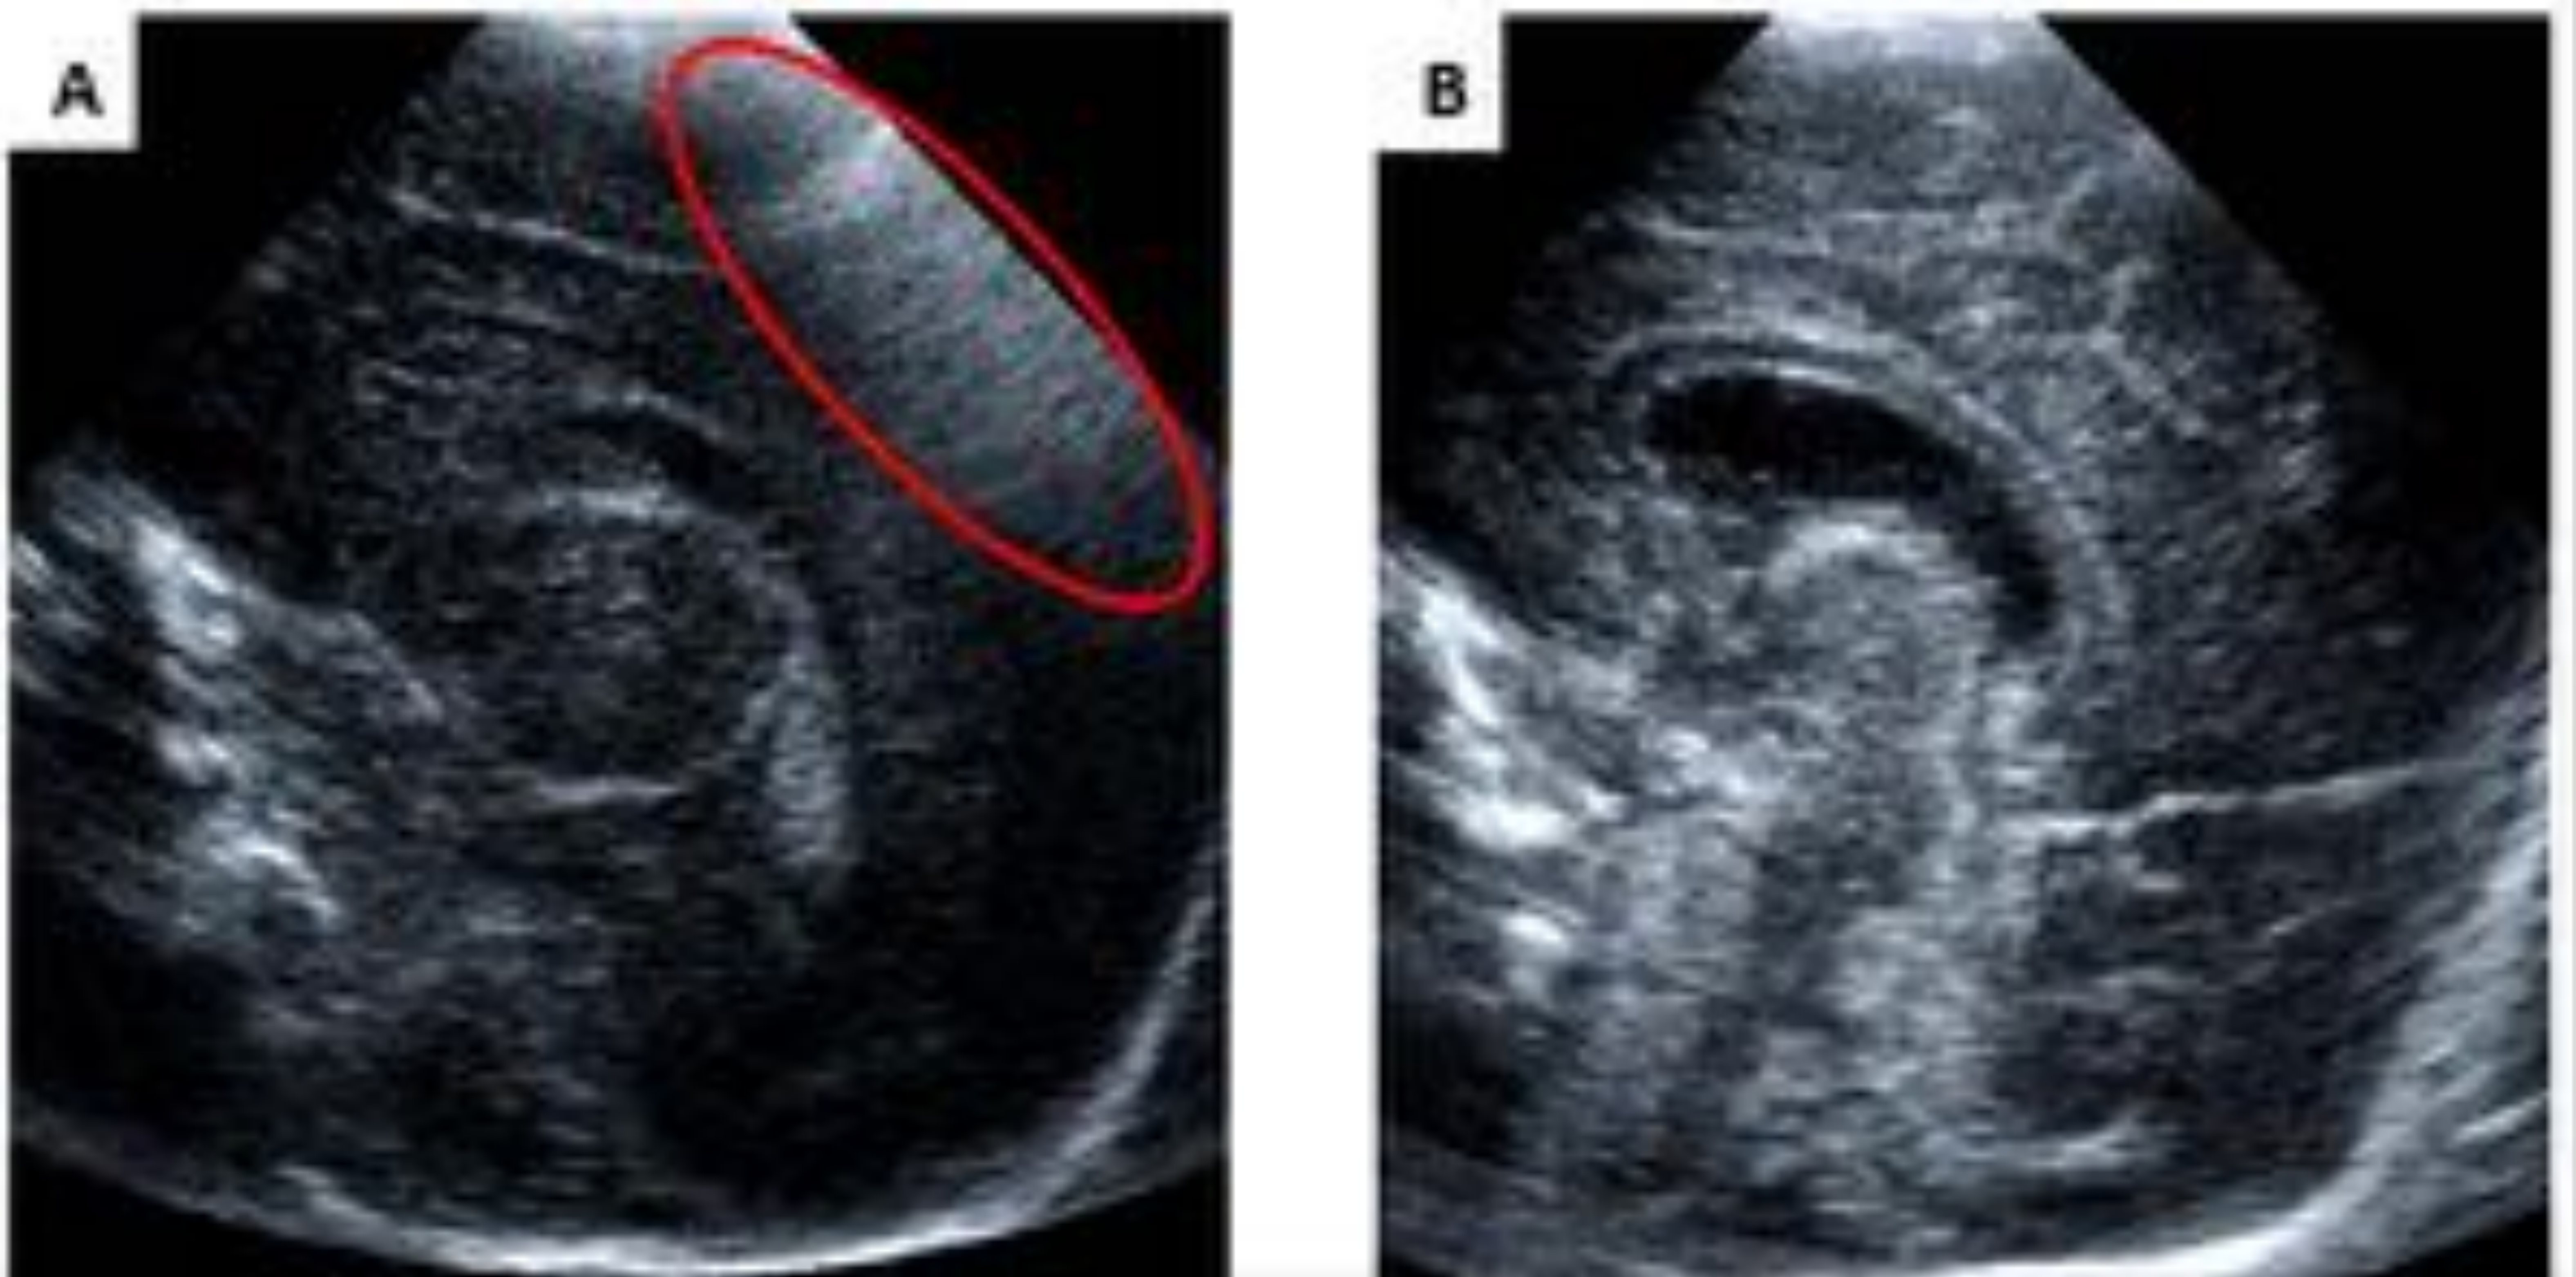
Ecografía transfontanelar pediátrica. En la imagen (A) podemos diferenciar un área de borrosidad en la imagen (óvalo rojo) secundaria al movimiento del paciente, que puede limitar la valoración de patología en dicha zona. La imagen B representa un corte sagital en la zona media cerebral con mayor nitidez que la anterior, obtenida mediante la utilización del modo “cine”. Referencia: HGU CR
